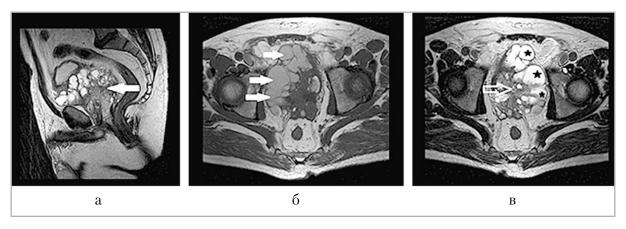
Магнитно-резонансные томограммы малого таза. $a-\mathrm{T2}\text{-BH}$ в сагиттальной проекции; $b-\mathrm{T1}$ -BH в аксиальной проекции; $b-\mathrm{T2}$ -BH в аксиальной проекции. В проекции предстательной железы определяется объемное образование с четкими неровными контурами $(a, \partial nuhnas\ cmpenka)$, состоящее из многокамерного кистозного компонента, заполненного гиперинтенсивным в режиме T1 содержимым — высокобелковое $(b, kopomkue\ cmpenku)$ с наличием седиметации (b, besides abouku) и крупного солидного компонента (b, besides abouku) (b, besides abouku) и крупного солидного компонента (b, besides abouku) (b, besides abouku) (b, besides abouku) и крупного солидного компонента (b, besides abouku) (b, besides a
